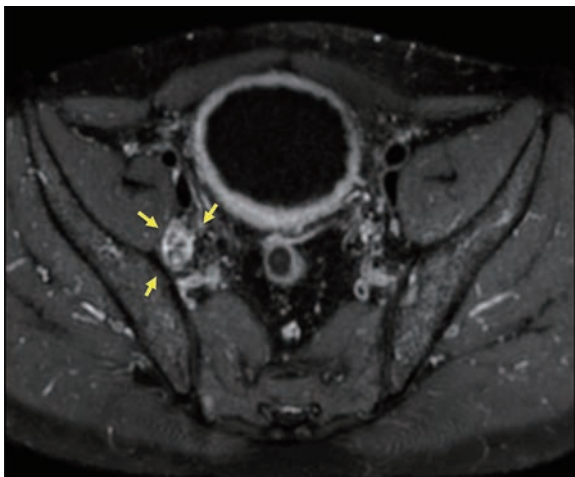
Contrast-enhanced MRI image showing enlarged right internal iliac lymph nodes (arrows indicate the mass).
